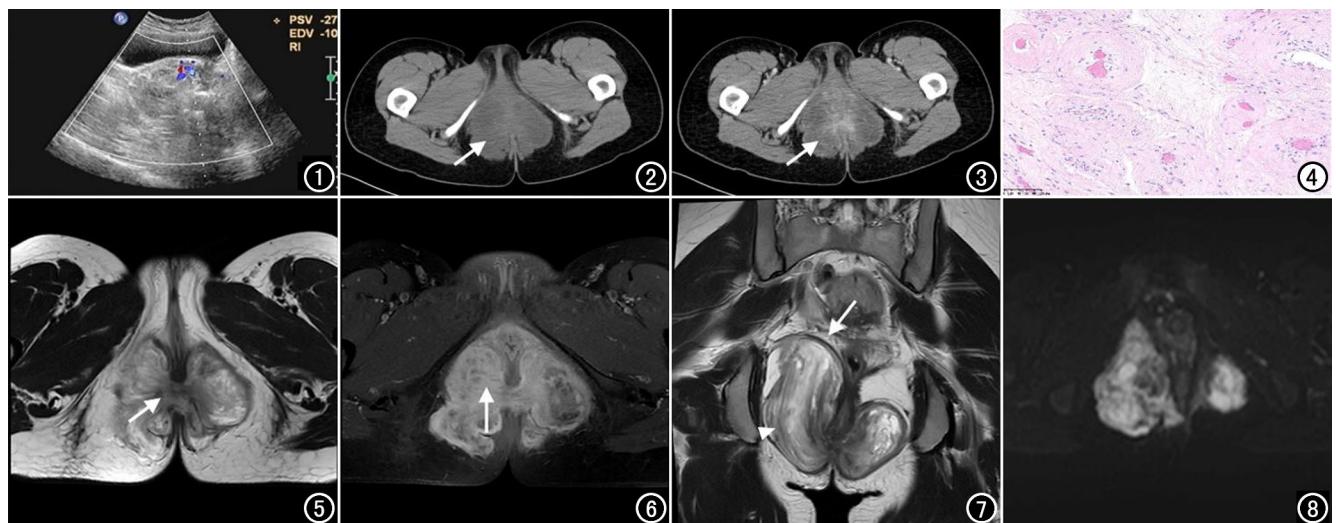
超声示盆底不均质弱回声占位。图 2 CT 平扫示双侧盆膈及尿生殖隔哑铃状占位(箭),CT 值约 23HU。图 3 CT 增强扫描示占位呈不均匀强化(箭),CT 值约 56HU。图 4 镜下见血管及梭形细胞增生,伴有黏液变及囊性变(×20,HE)。图 5 MRI 横轴面 T₂WI 示双侧坐骨直肠窝异常信号占位,占位经肛管后方相连(箭)。图 6 MRI 增强扫描横轴面示占位明显不均匀强化,呈“分层状”强化(箭头)。图 7 MRI 冠状面 T₂WI 示占位呈“分层状”高信号(箭头),将肛提肌向上推挤(箭)。图 8 DWI 示大部分病灶扩散受限。
